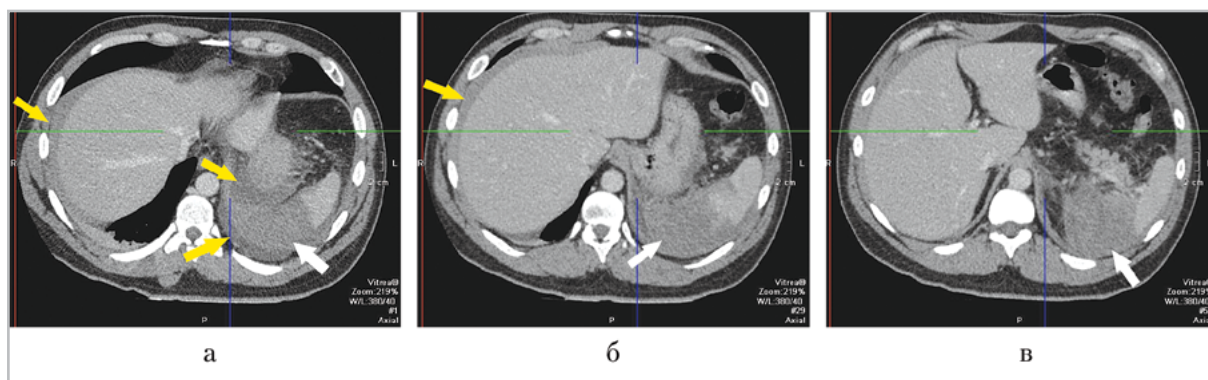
Компьютерные томограммы органов брюшной полости (аксиальные проекции). Разрыв селезенки (белая стрелка), гемоперитонеум (желтые стрелки)
